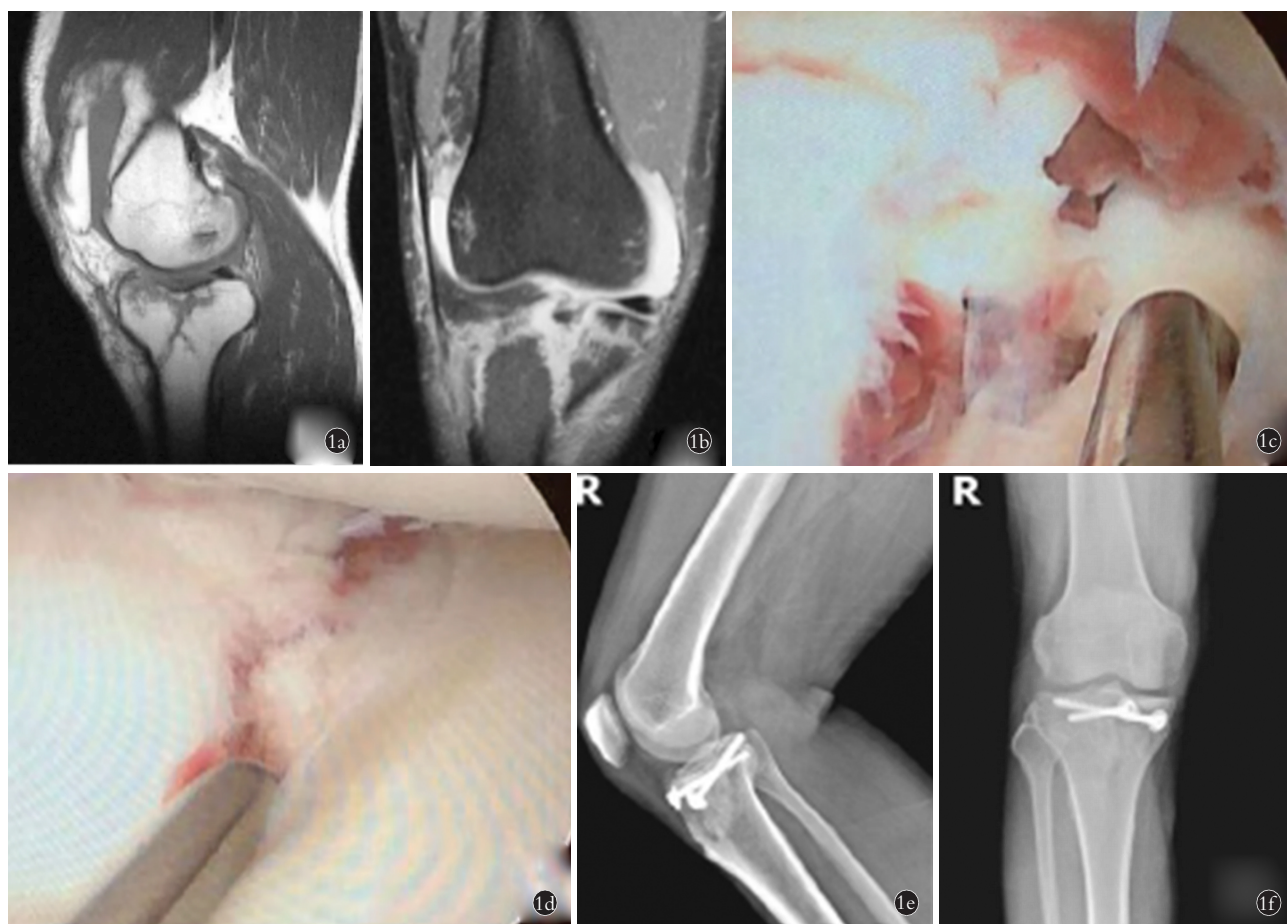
患者,男,37 岁,右胫骨平台骨折 Schatzker I 型 1a,1b. 术前 MRI 示平台塌陷 2 cm 伴韧带损伤 1c,1d. 术中镜下显示复位关节面平整 1e,1f. 术后 1 年膝关节侧正位 X 线示骨折解剖复位,关节面平整
